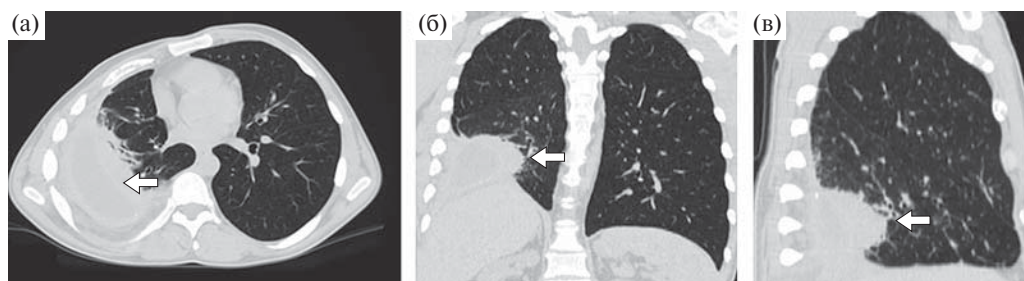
Больная 32 лет. а–в – почковидной формы объемное образование (стрелка). Трансверсальный срез (а) и мультипланарные реконструкции КТ в прямой (б) и правой боковой (в) проекциях органов грудной клетки. Легочное электронное окно.
